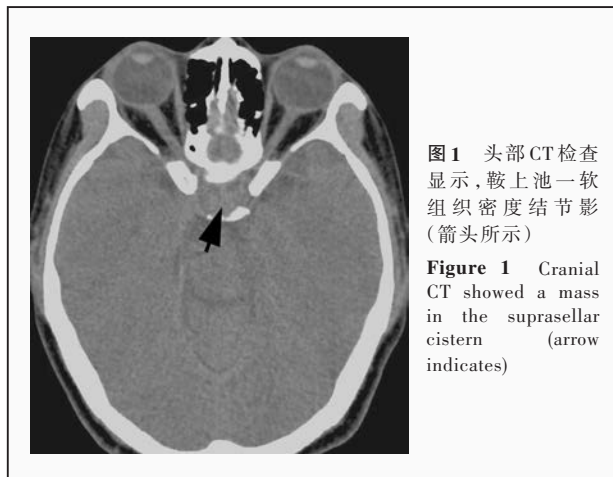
头部 CT 检查显示, 鞍上池一软组织密度结节影(箭头所示)
